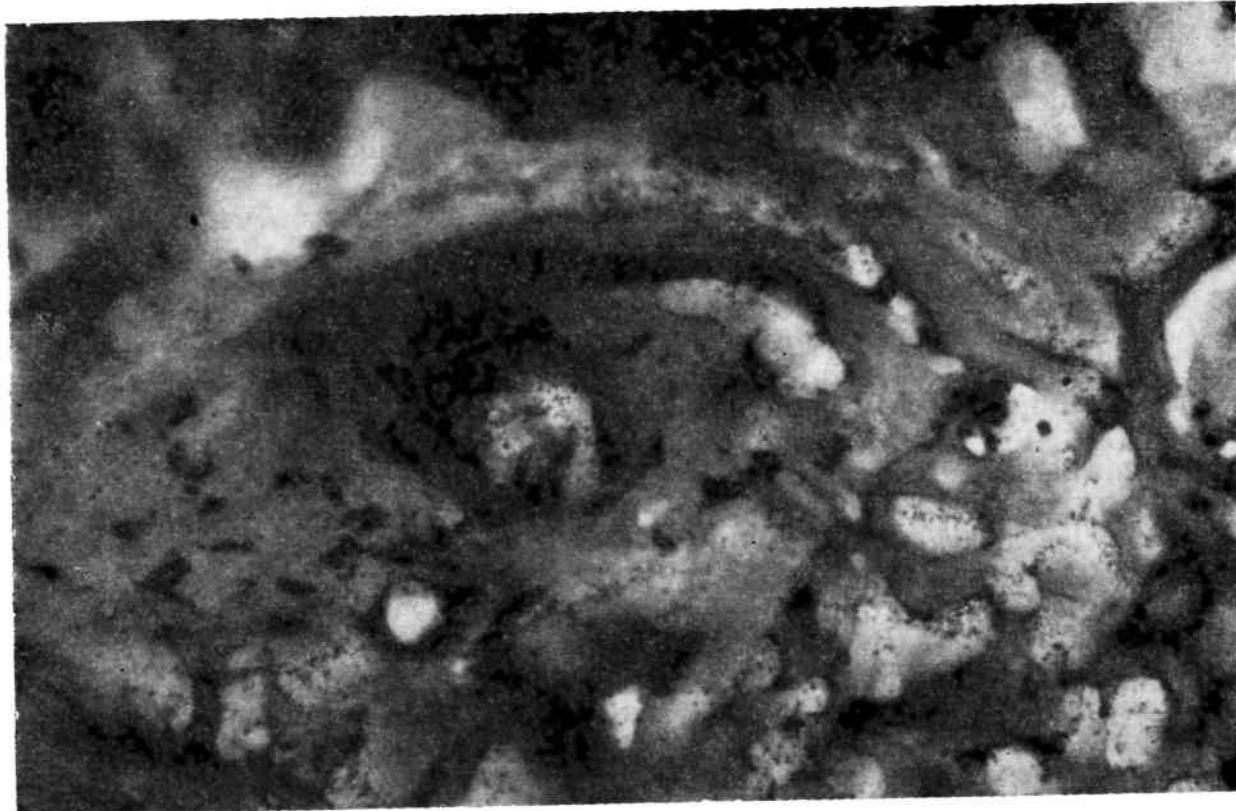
Piele umană (derm) prelevată prin biopsie : marcaj *in vivo*. Autohistoradiografie executată cu emulsie I.F.A. EN₂, prin metoda îmbrăcării. Sursa radioactivă : doza terapeutică de P³² (β) (500 μ Curie P³² per os la 60 kg greutate corporală. Biopsia prelevată la 24 de ore. Timp de expunere 60 de zile. Postcolorare : cu periodic acid-Schiff.
